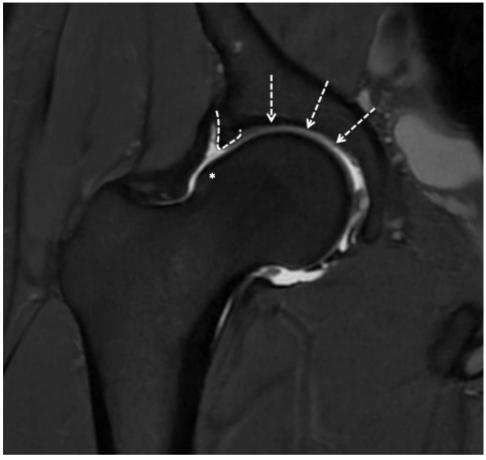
Arthro-IRM de hanche. L'arthro-IRM de hanche permet de localiser la came (*), évaluer le labrum (ligne blanche) et l'état du cartilage (flèches blanches).
